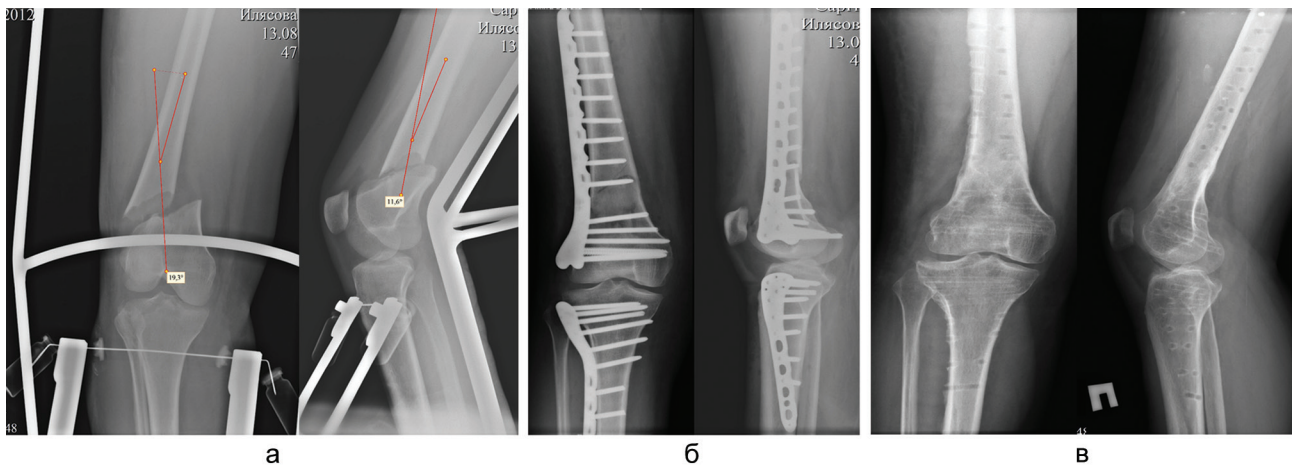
Рентгенограммы дистального отдела бедренной кости больной И.: а – до операции на скелетном вытяжении; б – на 2-е сутки после операции; в – после удаления металлоконструкций
